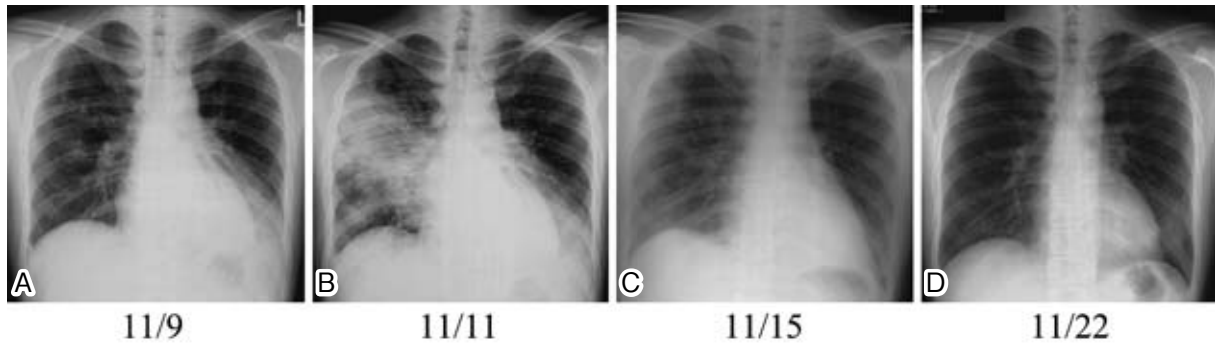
Chest X-rays during the clinical course
